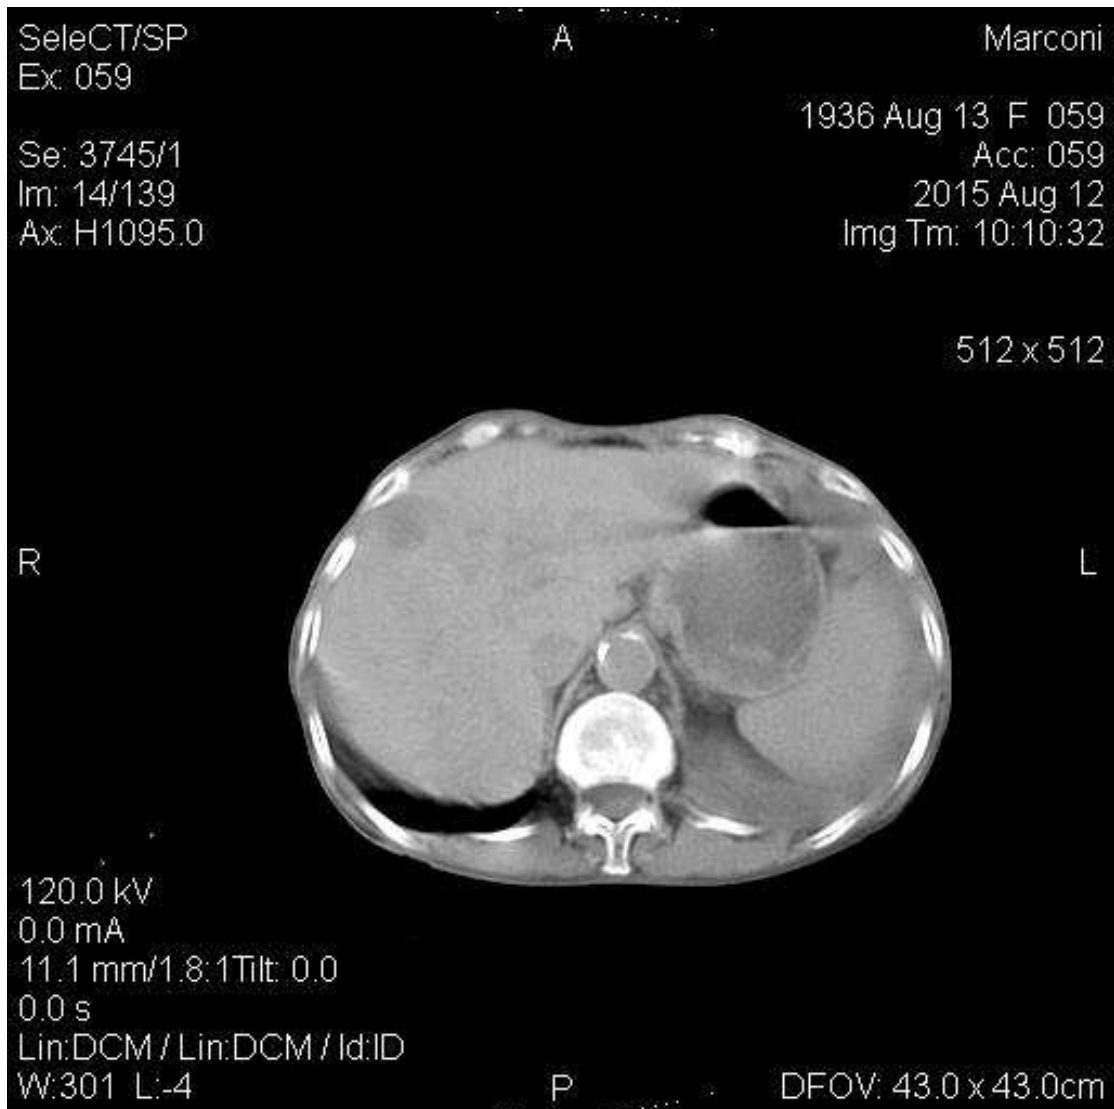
КТ–ознаки небагаточисельних простих кісти печінки (пацієнт А., 59 років).
